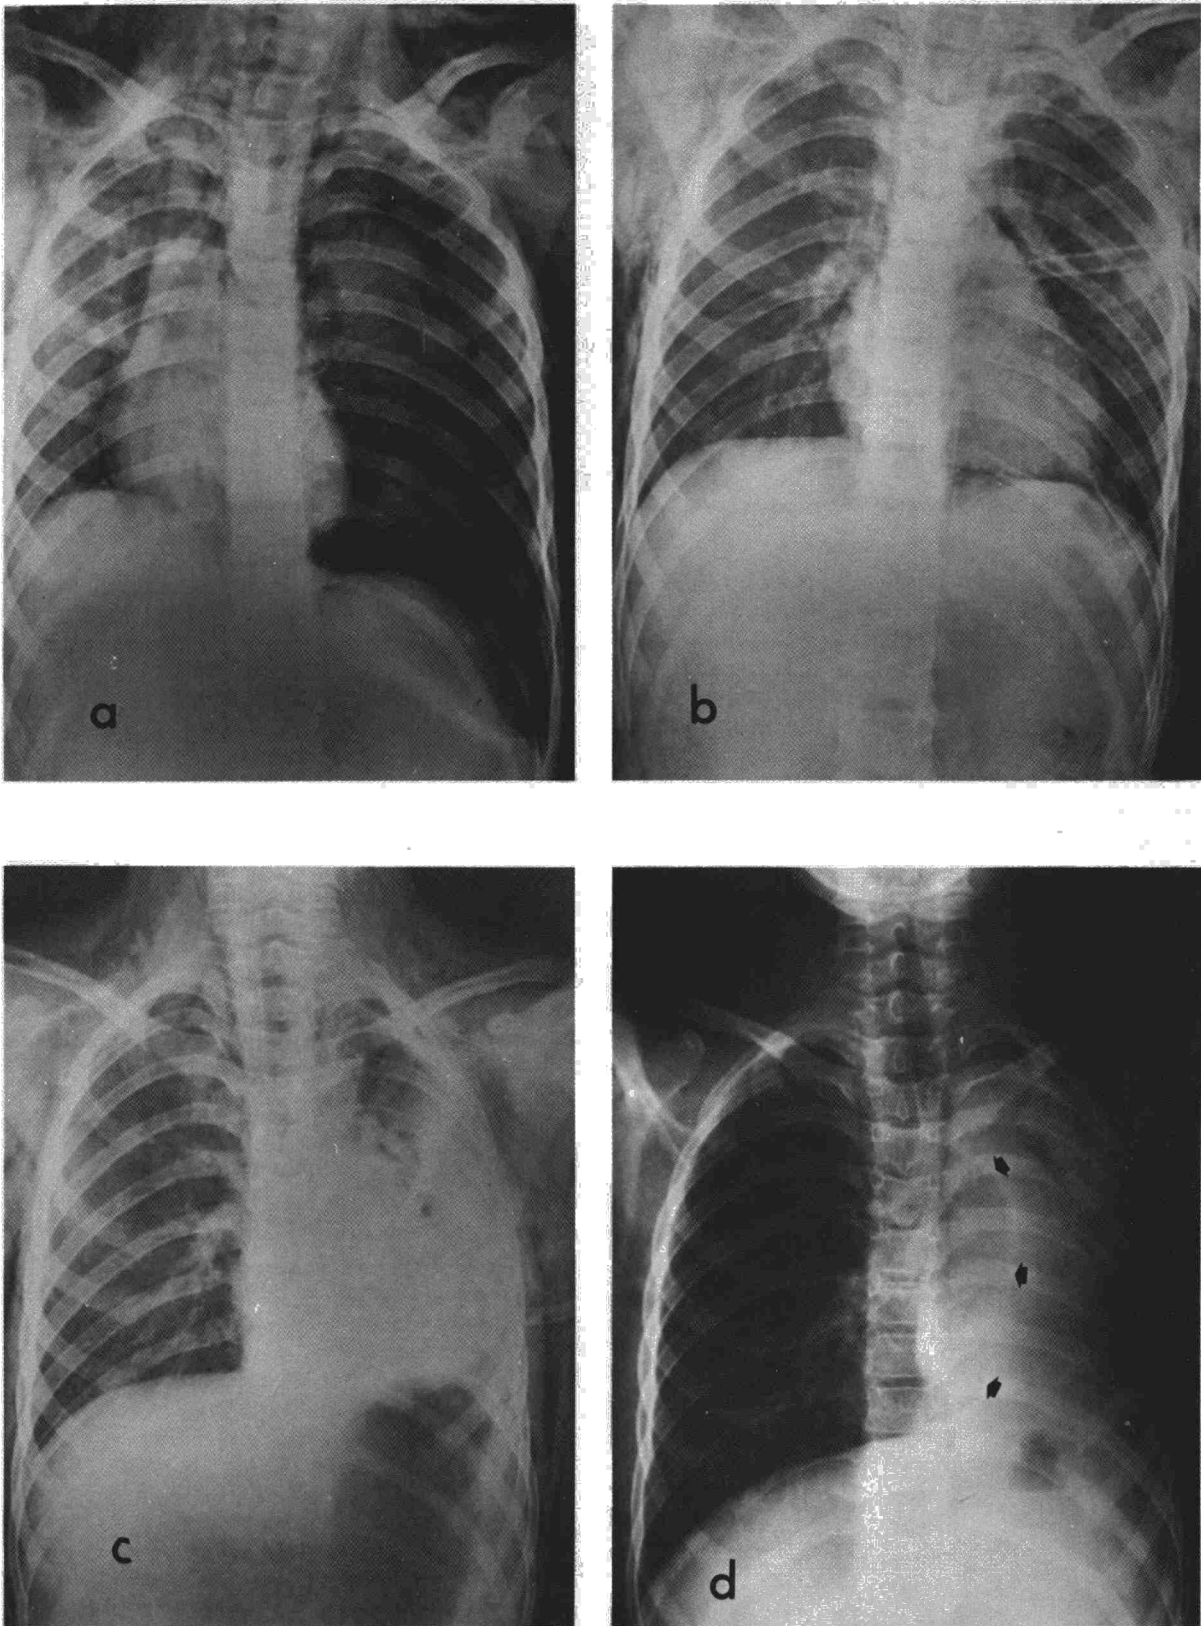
Caso n.º 1. a) Radiografía posteroanterior de tórax que muestra la presencia de un neumotórax hipertensivo en paciente con sección bronquial izquierda completa. b) Pulmón expandido tras la colocación de un drenaje intercostal. c) Evolución posterior hacia una atelectasia parcial. d) Atelectasia total del pulmón izquierdo.
